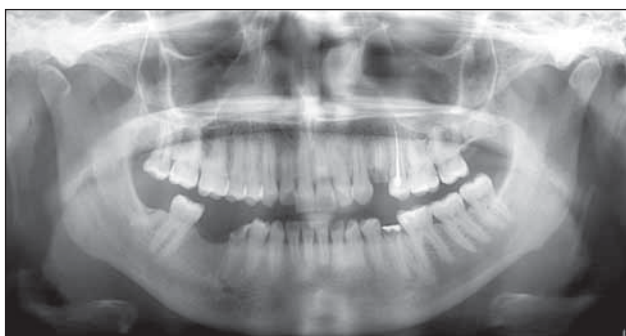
Ortopantomografie preoperator
